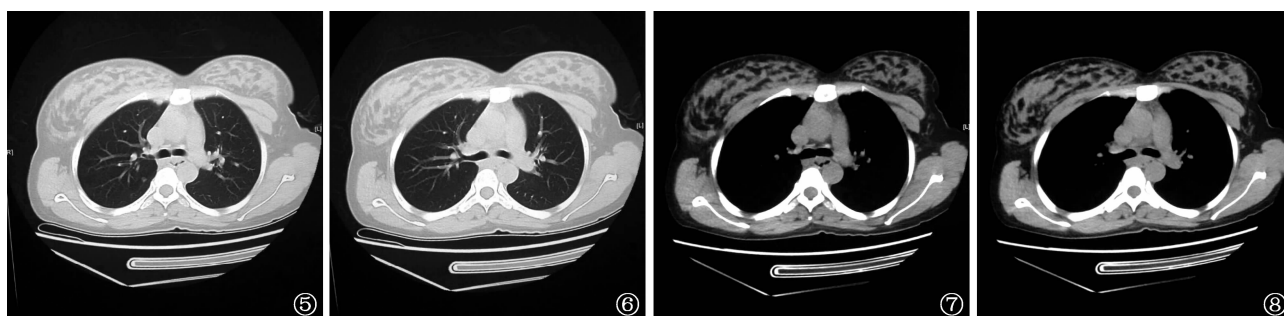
~8 患者,女,30 岁,农民。胸部 CT 增强扫描检查(2014 年 12 月 17 日),可见食管中段增厚,前壁呈明显不均匀强化
